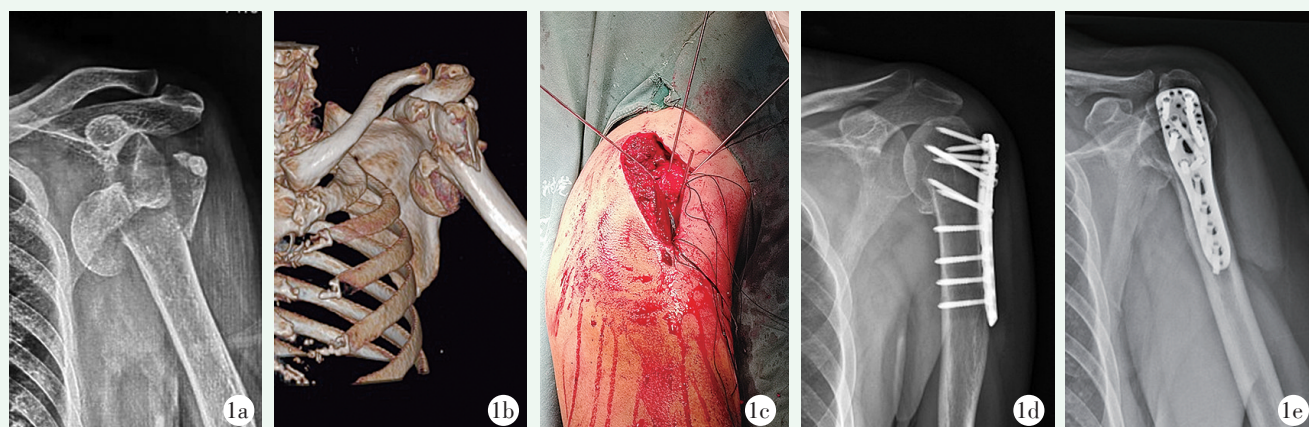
患者,女,68岁,左侧盂肱关节脱位,肱骨近端 Neer IV 型骨折,采用劈三角肌入路开放复位内固定术治疗 1a, 1b: 术前正位 X 线片和 CT 三维重建示左侧盂肱关节脱位,肱骨近端 Neer IV 型骨折 1c: 劈三角肌手术切口 1d, 1e: 术后 12 个月正侧位 X 线片示盂肱关节复位良好,骨折愈合,肱骨头轻度内翻
